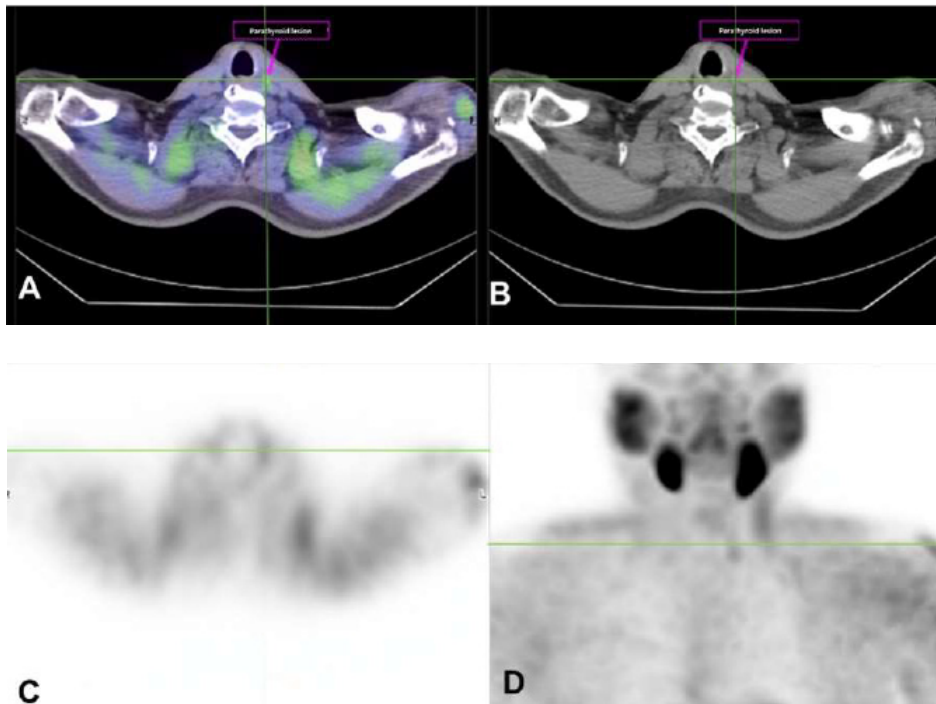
Preoperative localization imaging findings. (A) Axial view of 2-hours SPECT images, (B) Axial view of 2-hours CT images, (C) Axial view of planar parathyroid scintigraphy, (D) Coronal view of planar parathyroid scintigraphy. Left mild focal MIBI uptake was observed in the thyroid lower bed area. The uptake remained in the 2-hour delayed image, suggesting a possible parathyroid lesion.
